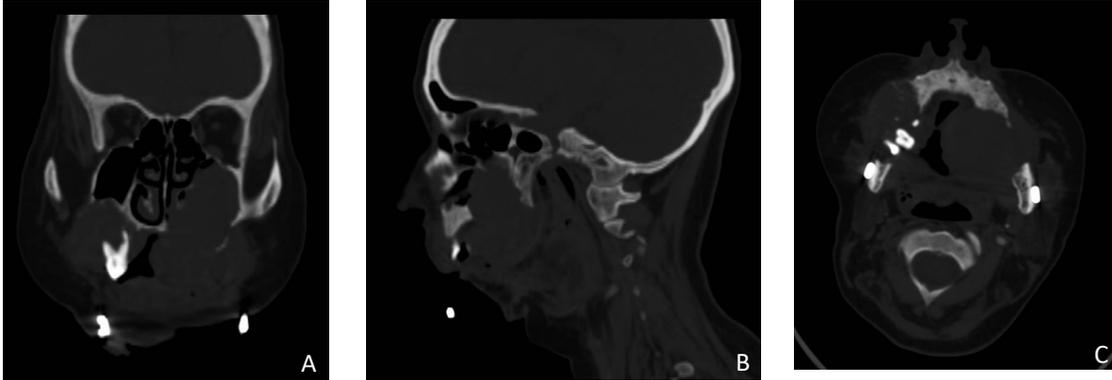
Tomografía computarizada simple A) corte coronal, B) corte sagital, C) corte axial.
